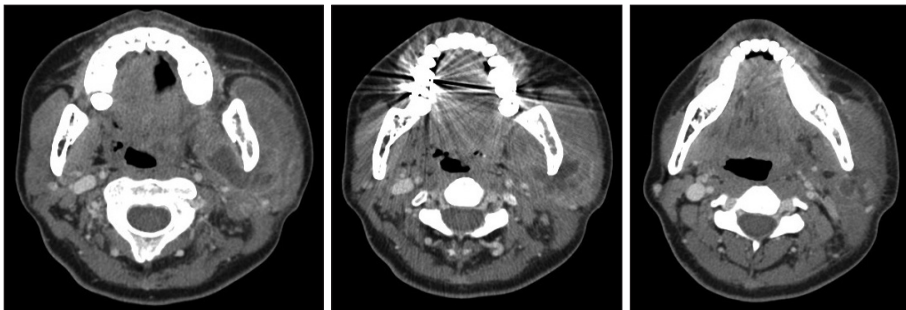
Axial image of neck CT scan. Multi-lobulating low-signal intensity area in the left masticator and parotid space and left level II area, and diffuse swelling and edema in the left SCM.
